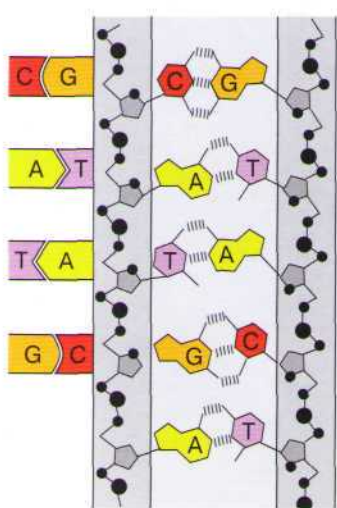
Техника гибридизации. Цепи ДНК отделяются друг от друга, фрагментируются и прилипают к мембране. Маркированные последовательности оснований находят комплементарные участки ДНК и связываются с ними. Идентификация проводится ауторентгенографическим или ферментным (цветная реакция) методом. Слева: комплементарные пары оснований:
